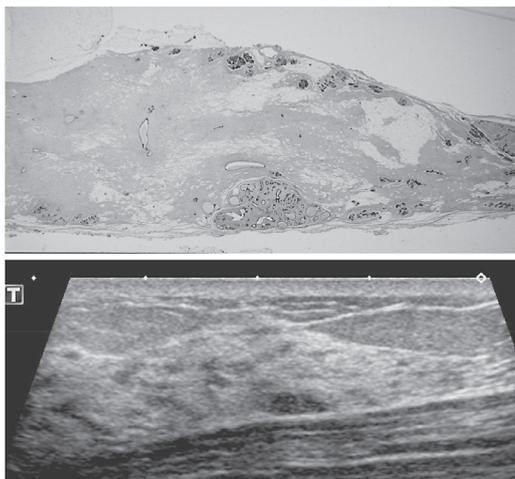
超音波では境界明瞭な4×2 mmの微小扁平腫瘍。乳腺症と診断されカテゴリ2、精査対象にはならない。組織診断は線維腺腫性過形成。
